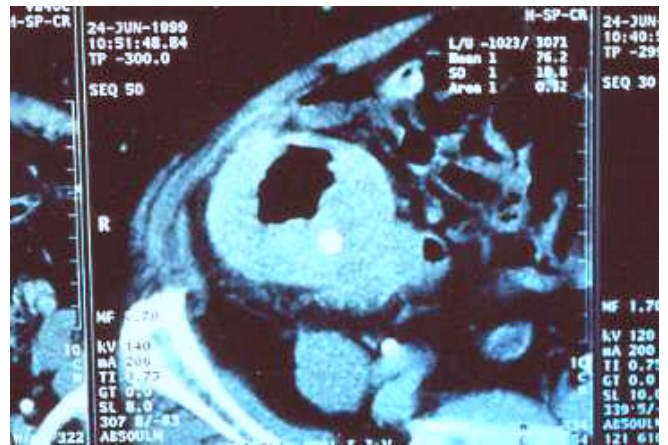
La tomografía axial computada (TAC) demostró tumor en ciego, hígado y bazo sin alteraciones y engrosamiento de la pared del ciego e íleon terminal.
